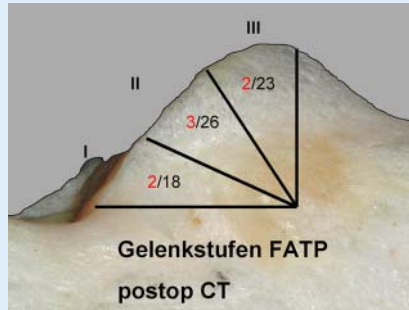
▲ Sektorenanalyse der ermittelten FATP-Gelenkstufen (postoperatives CT)
